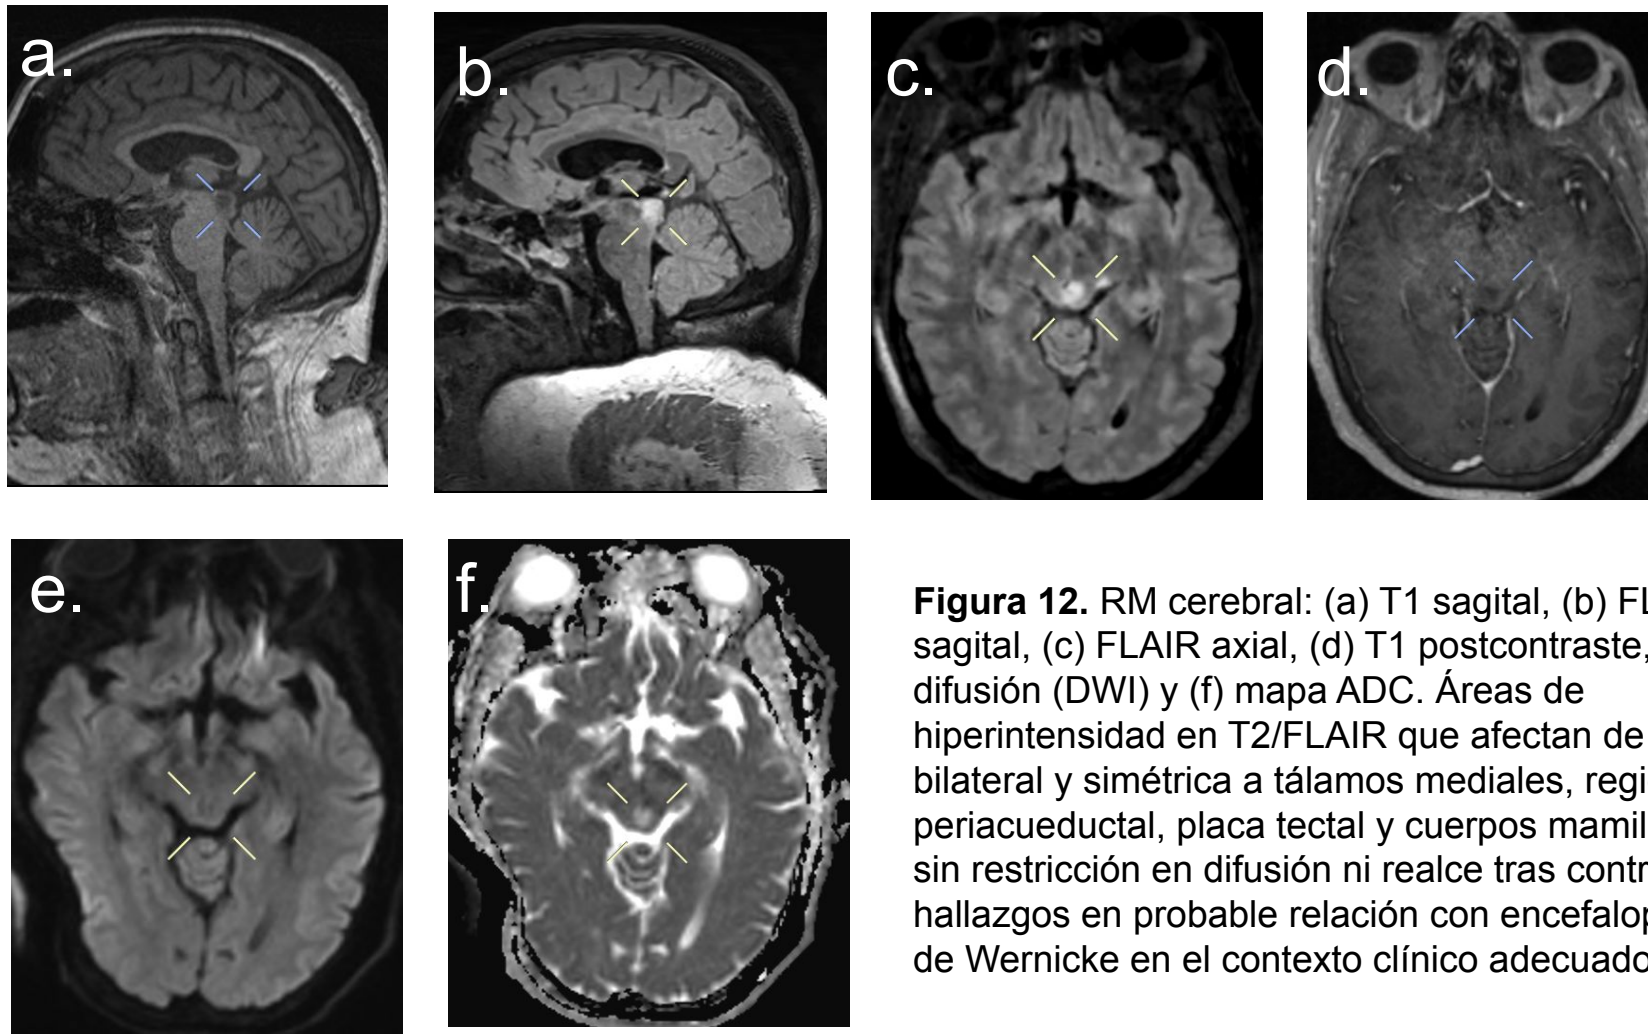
RM cerebral: (a) T1 sagital, (b) FLAIR sagital, (c) FLAIR axial, (d) T1 postcontraste, (e) difusión (DWI) y (f) mapa ADC. Áreas de hiperintensidad en T2/FLAIR que afectan de forma bilateral y simétrica a tálamos mediales, región periacueductal, placa tectal y cuerpos mamilares, sin restricción en difusión ni realce tras contraste, hallazgos en probable relación con encefalopatía de Wernicke en el contexto clínico adecuado.
